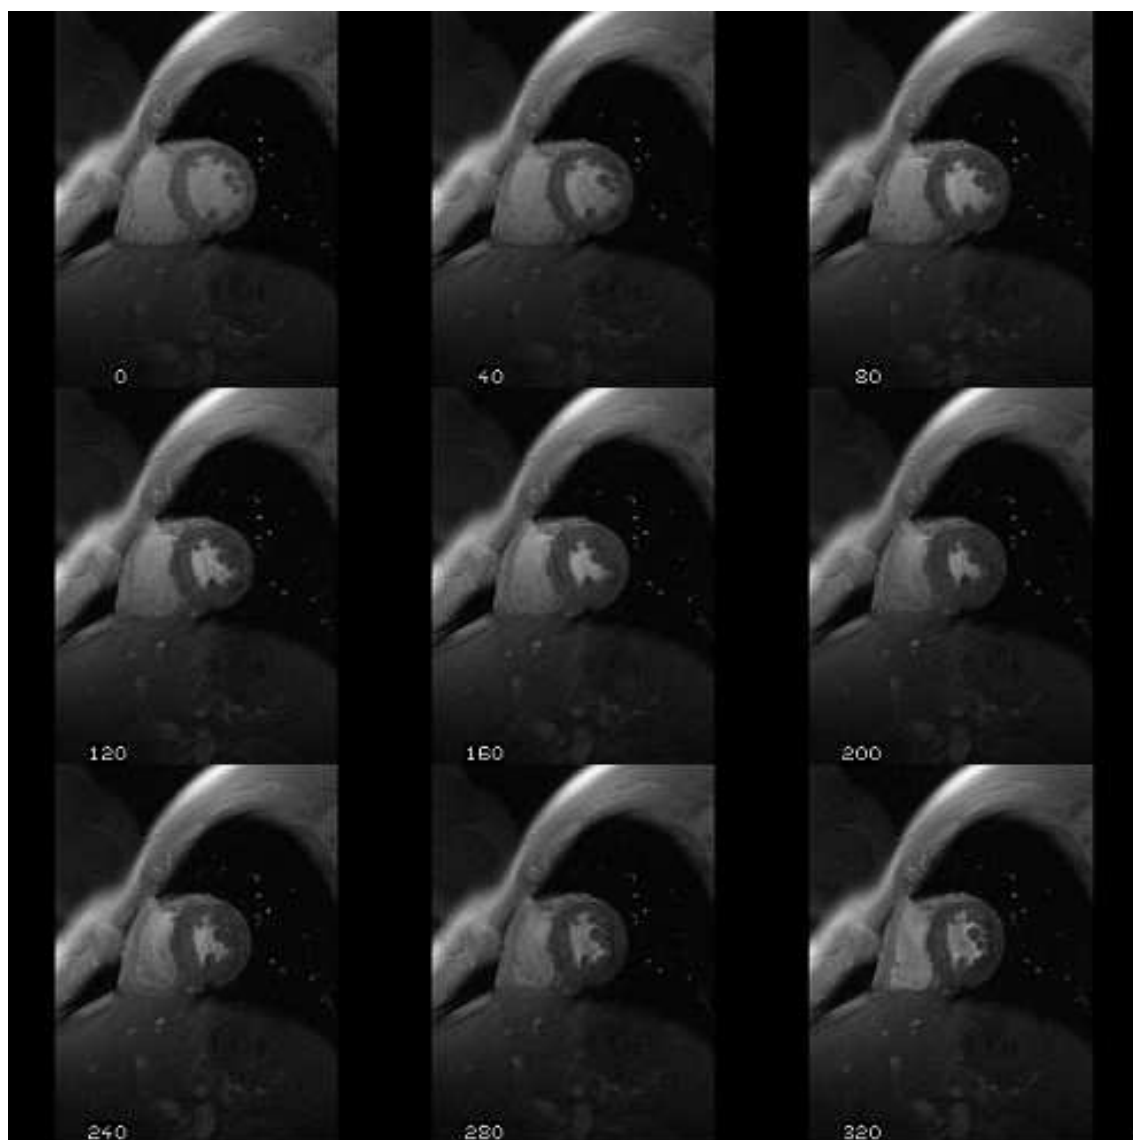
Série temporelle IRM d'une coupe petit-axe du cœur
